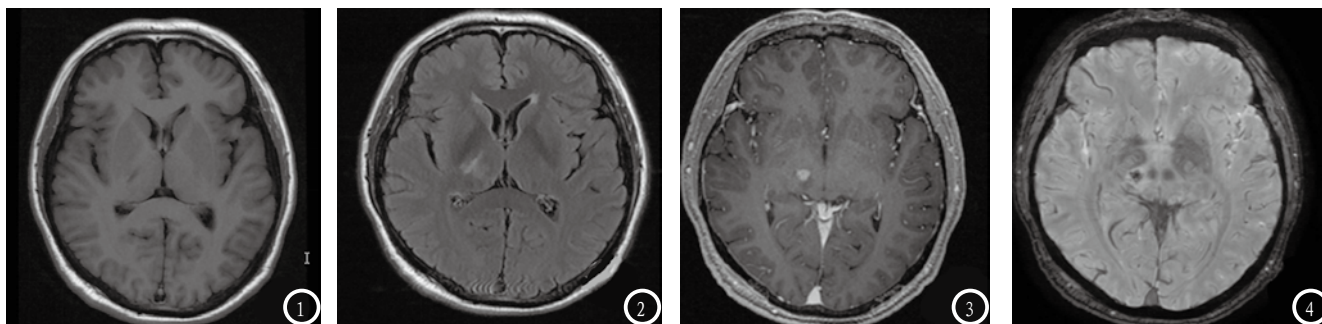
患者男性, 41岁, 头疼半年, 加重两天, MRI平扫右侧丘脑小片稍长T₁(图1)、稍长T₂信号; Flair序列呈高信号改变(见图2), 边缘欠清, 其内信号不均, T₁增强扫描不均匀强化(见图3), 边缘尚清, SWI序列示右侧丘脑见多发点状低信号区(见图4), 影像诊断: 右侧丘脑海绵状血管瘤。
